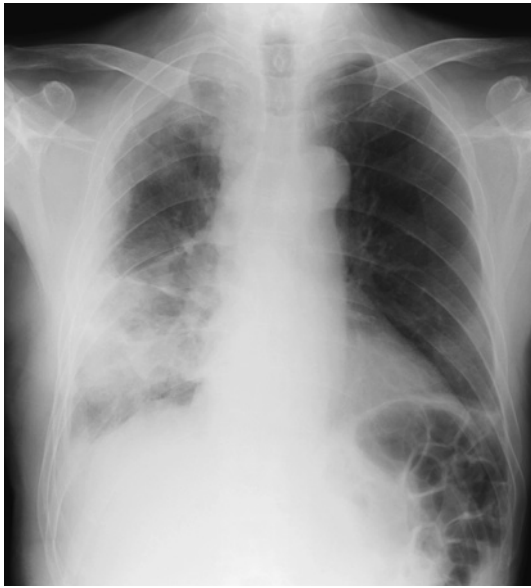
A chest X-ray on admission shows that the right lung field is paler than the left lung field.
